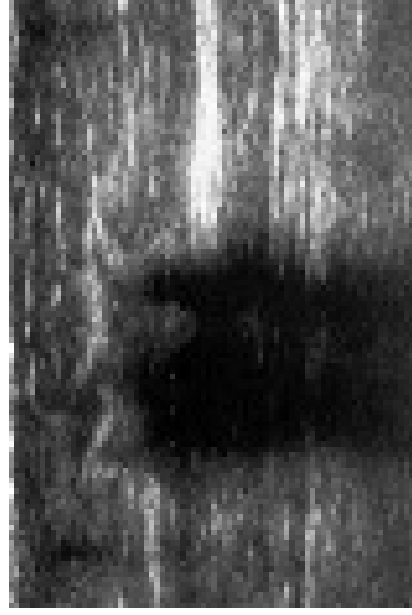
Ecografia mammaria. Multiple aree disomogenee a margini non regolari, ipoecogene, con attenuazione del fascio ultrasonografico in profondità.
